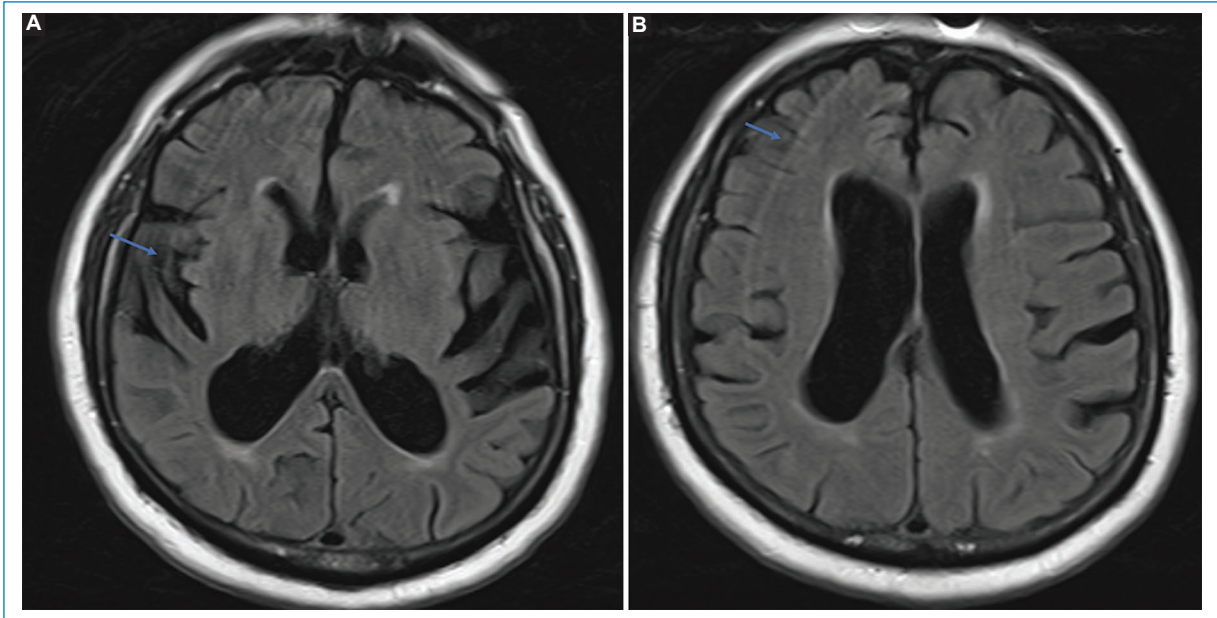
Paciente de sexo masculino de 80 años. Múltiples imágenes lineales hiperintensas en FLAIR, apuntadas con flechas, algunas en el espacio subaracnoideo del valle silviano (A) y frontal (B) por artefacto de movimiento.
